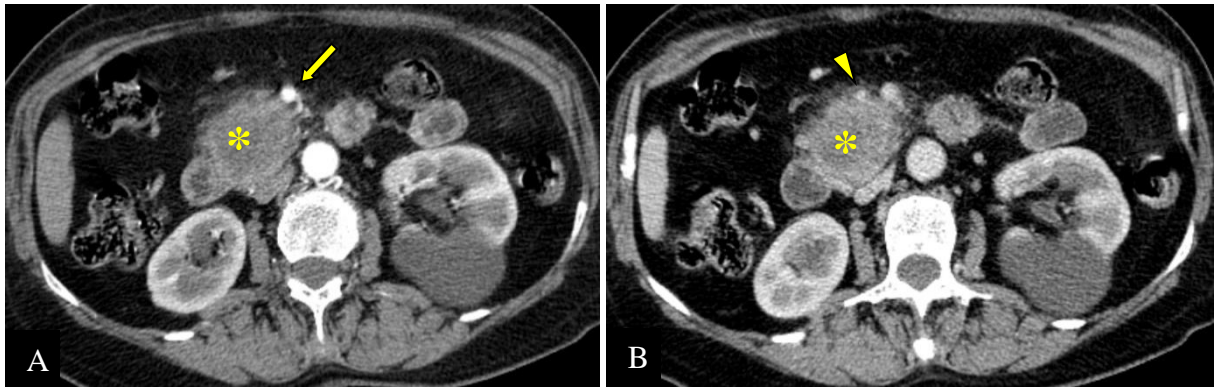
ADCP de résecabilité borderline (*) chez une femme de 71 ans. TDM aux temps artériel (A) et portal (B) révèle une masse pancréatique céphalique au contact de l'AMS sur moins de 180° (tête de flèche) et engainant la VMS sur 180° (flèche) qui est sténosée (CHUC).
